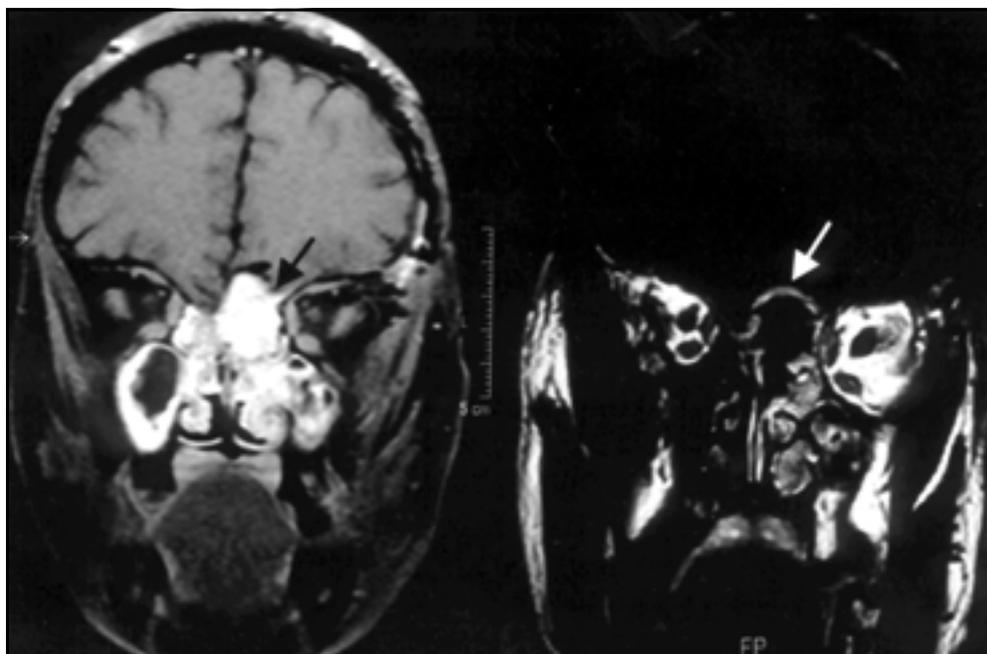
A - RM mostrando lesão expansiva (seta) na região da goteira olfatória e cavidade nasal esquerda, hipointensa em T1 e hiperintensa em T2, hipercaptante do contraste paramagnético. B - RM 6 meses após a cirurgia, observando-se ausência de tumor e aspecto da fossa anterior do crânio após a reconstrução com gálea aponeurótica e enxerto ósseo (seta).
